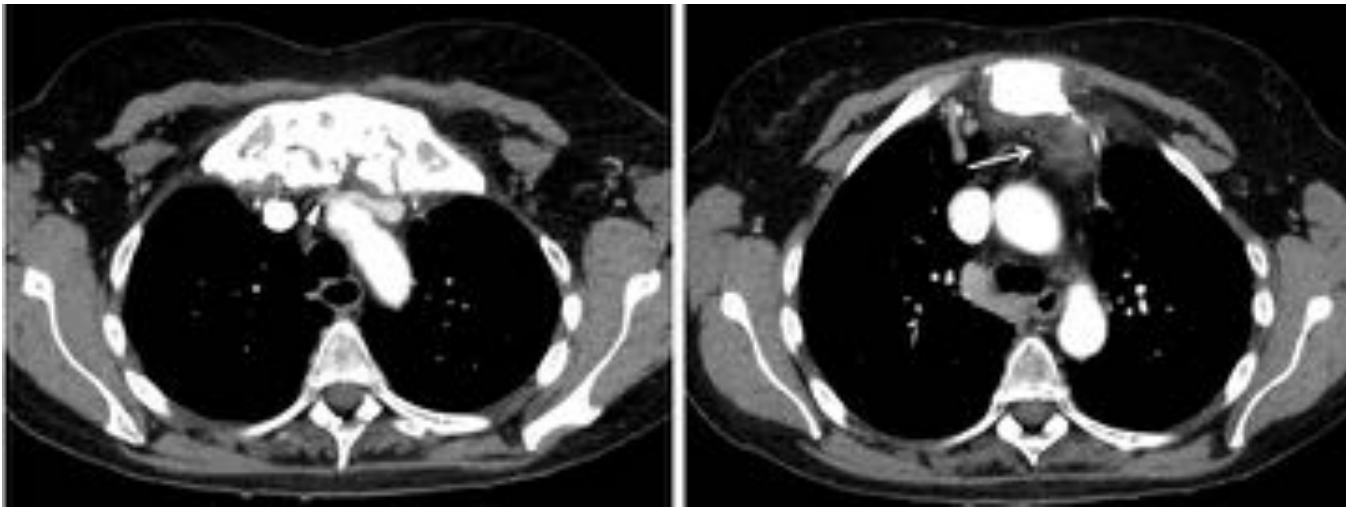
TC de tórax con civ. Hiperóstosis y esclerosis de los extremos mediales de las clavículas y manubrio esternal. Tumefacción de partes blandas (flecha) con compresión del tronco venoso braquiocefálico (punta de flecha).
